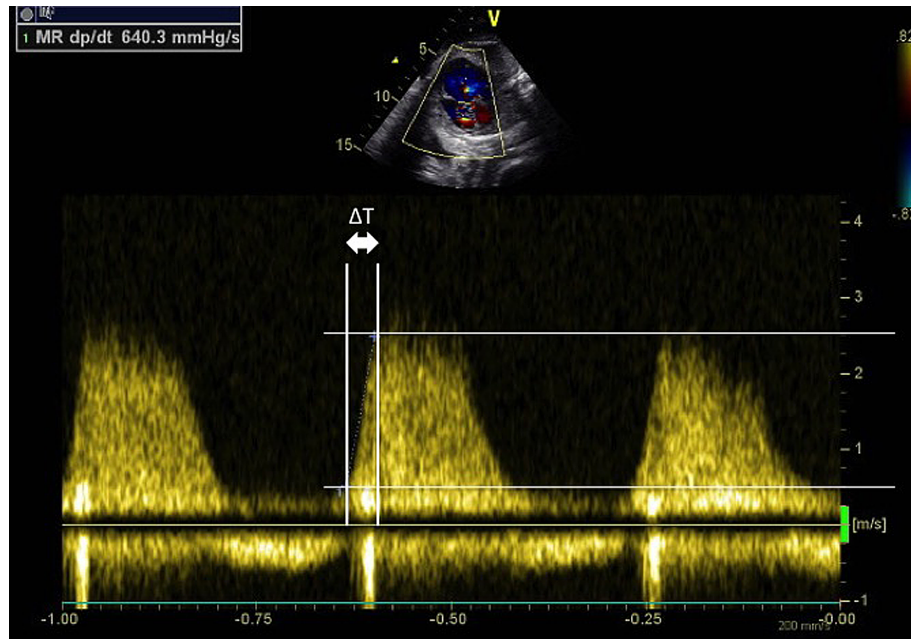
Tricuspid regurgitation Doppler waveform of fetal Ebstein disease with hydrops
